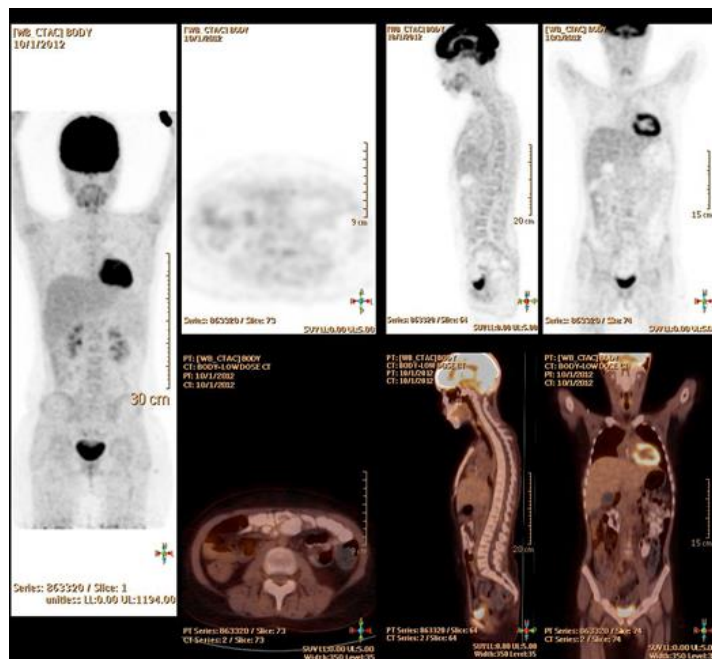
PET/CT snimka pacijenta s fokalnim nakupljanjem FDG-a u crijevima (prikazano strelicom)
